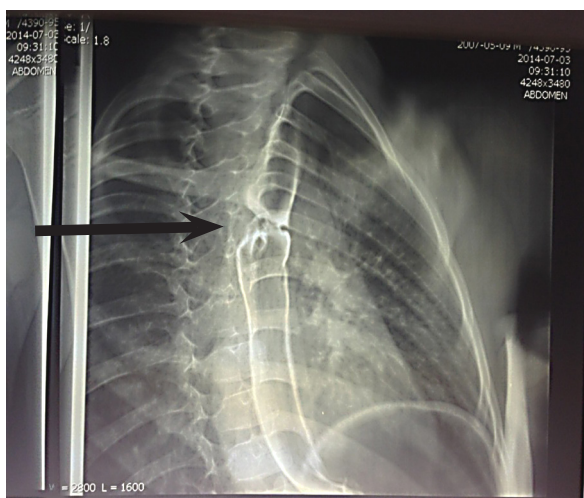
Рентгенограмма контрастированного пищевода в правой косой проекции. Стрелкой обозначено место сужения прямого пищеводного анастомоза
